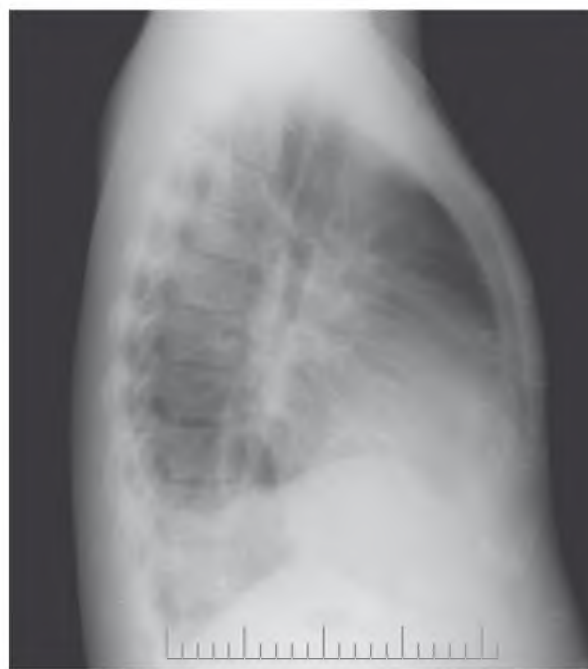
Рентгенографическое исследование легких больного Г., 25 лет, от 29.01.2016 г. Корни инфильтрированы, расширены. Выпот в синусе справа. Инфильтрация в базальных отделах с обеих сторон. Сердце увеличено во всех отделах
